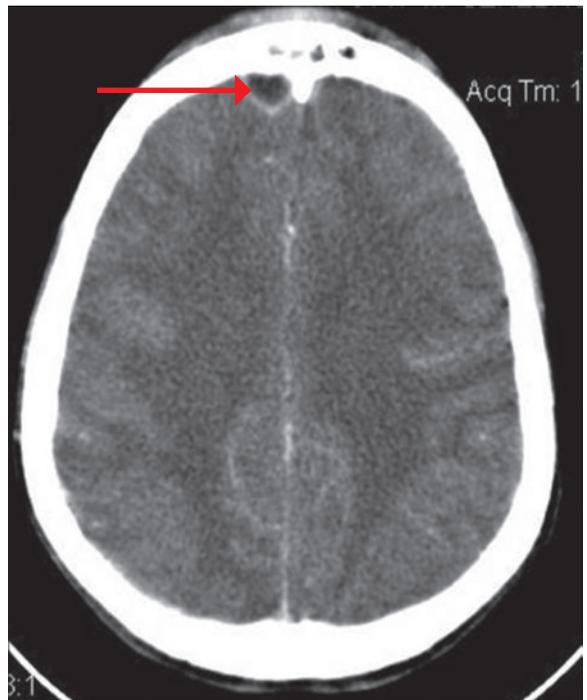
Tomografía computarizada preoperatoria. Erosión del hueso frontal con imagen hipodensa de 23 x 20 mm que parece corresponder a un absceso cerebral.
